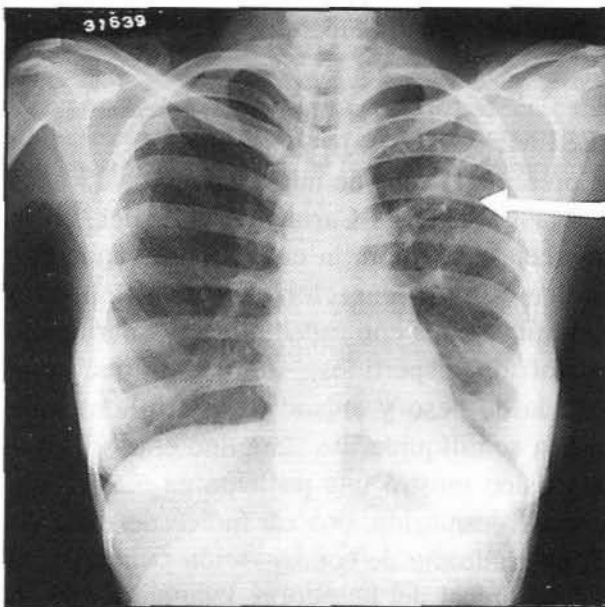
Radiografía posterioranterior de tórax que muestra infiltrado apical izquierdo.
